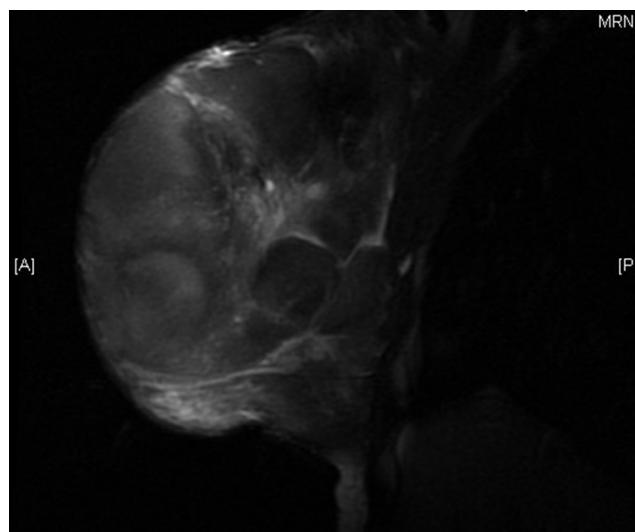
RM: lesión polilobulada formada por quistes en HEPA tumoral.
